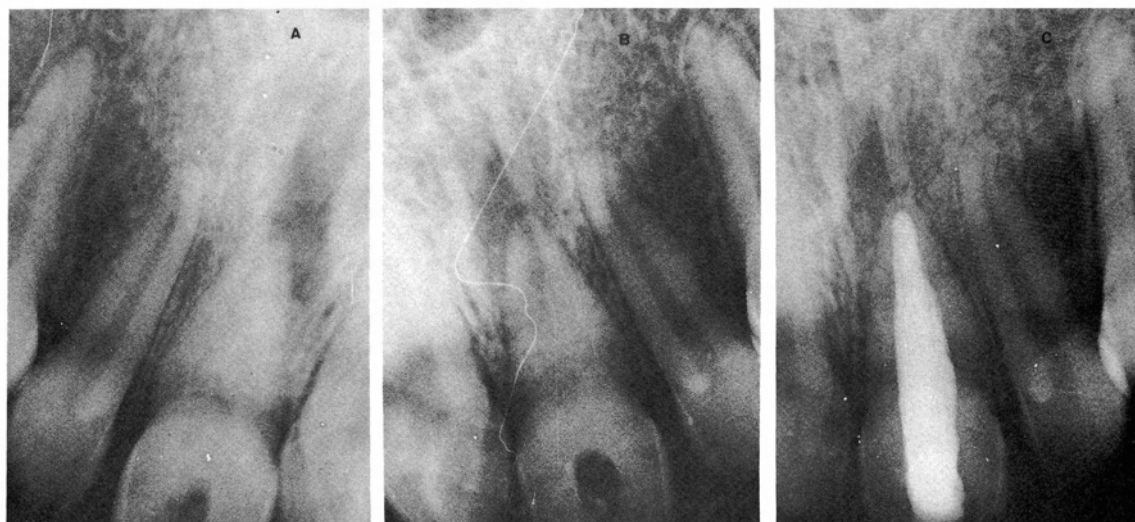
a) Incisivo central con ápice abierto con $(\text{OH})_2\text{Ca}$ puro. b) Cuatro meses después se puede observar como el hidróxido cálcico del tercio apical del conducto radicular se ha reabsorbido. Se renueva el $(\text{OH})_2\text{Ca}$. c) Cuatro meses después se obtura definitivamente con gutapercha y cemento. Se puede ver en la radiografía la formación del puente dentinal.
